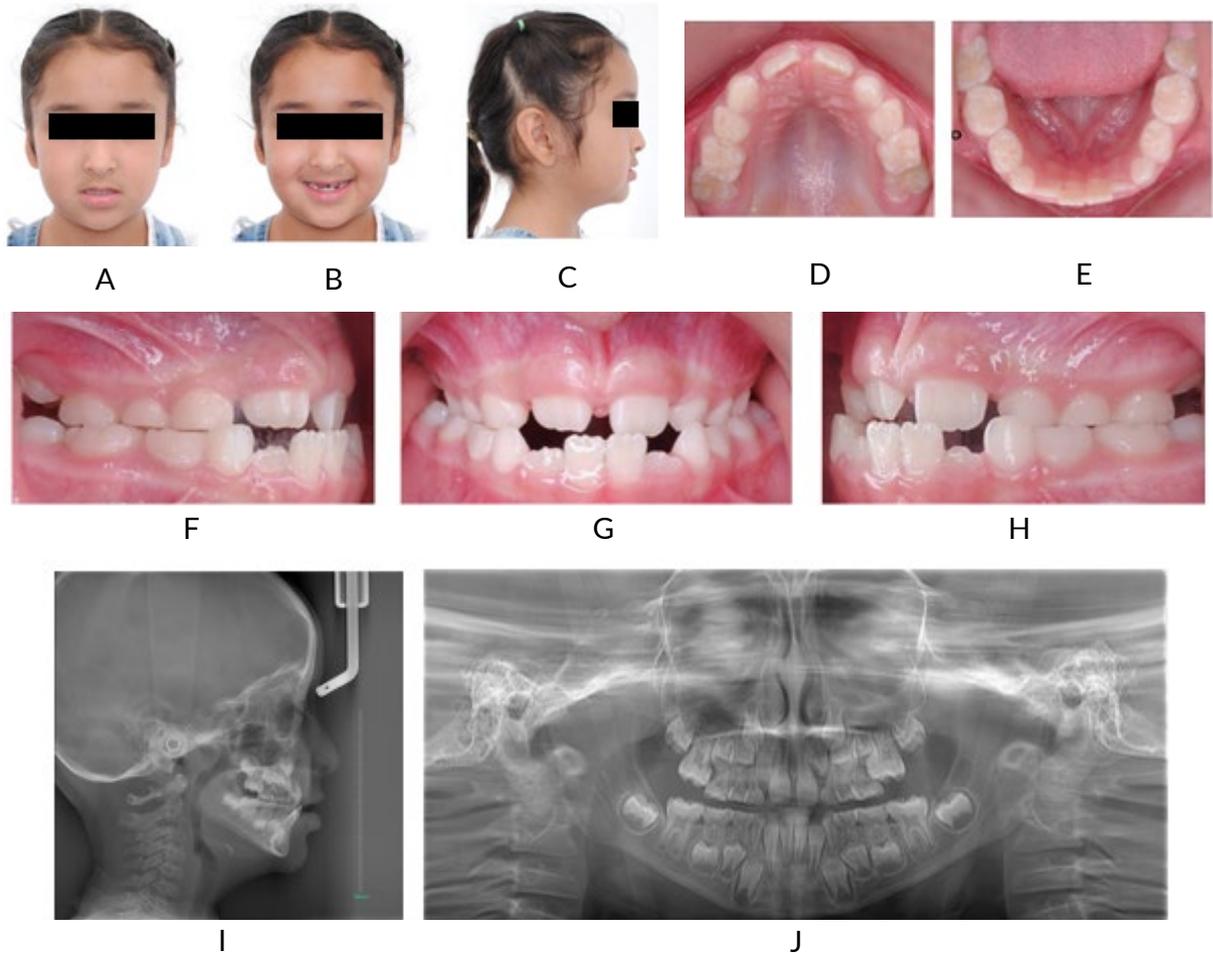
Fotografías intra y extraorales 2019 (6 años): frontal (A), sonrisa (B), perfil derecho (C), oclusal superior (D), oclusal inferior (E), oclusión (F), lateral derecho (G), lateral izquierdo (H), Radiografía cefálica lateral (I), Radiografía panorámica (J)
